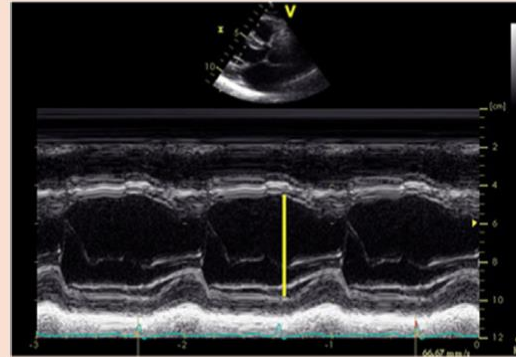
Mesures du diamètre Ventriculaire Gauche télédiastolique (DTDVG=EDD) et télésystolique (DTSVG= ESD) en mode-M, guidé par une coupe parasternale petit axe (image du haut) afin d'optimiser l'orientation du faisceau ultrasonore.
